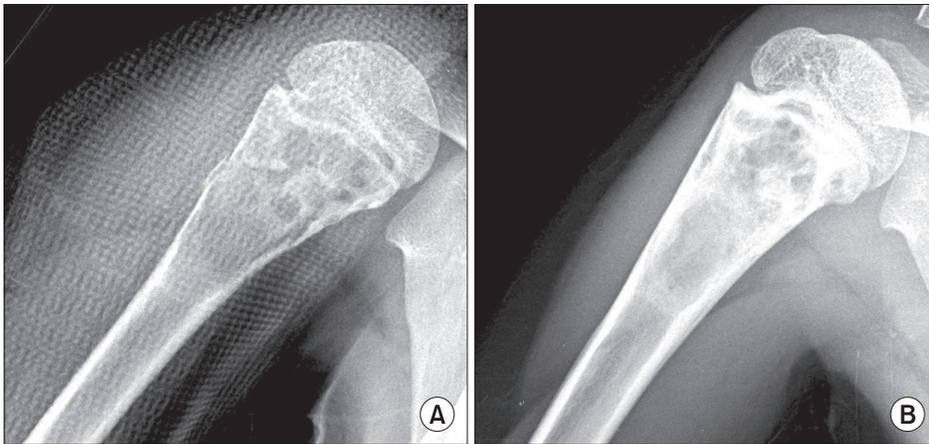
Partially healed case. (A) It was initial x-ray (B) After treatment, the cystic lesion was partially resolved after duration 4 months.
